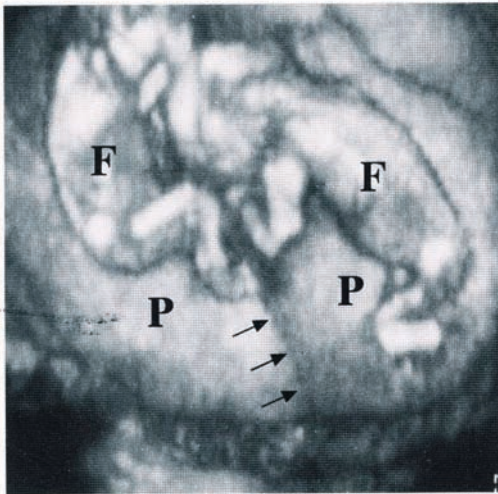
妊娠 15 週の 2 絨毛膜 2 羊膜性双胎妊娠の 3 次元超音波像
